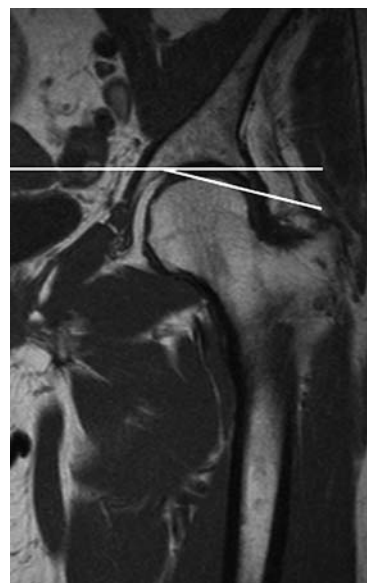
МР-томограмма левого тазобедренного сустава (T1ВИ, коронарная плоскость). Отрицательное значение ацетабулярного индекса. Избыточное покрытие головки бедренной кости крышей вертлужной впадины.
